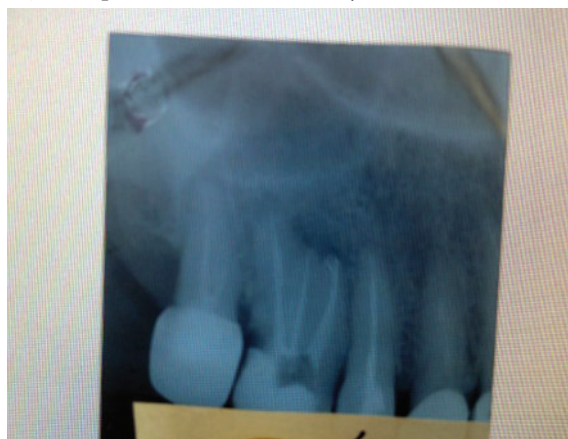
Radiografia dento-alveolară d.16 după obturarea canalelor radiculare
